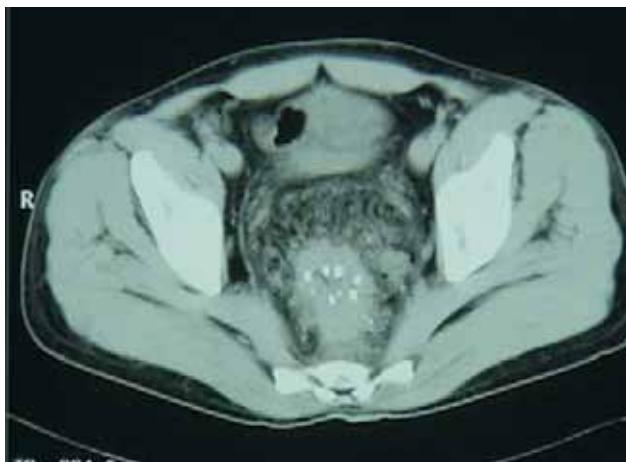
Imagen de TAC abdominal. Se hacen evidentes los flebolitos a nivel intramural y nótese el gran engrosamiento de la pared rectal.
